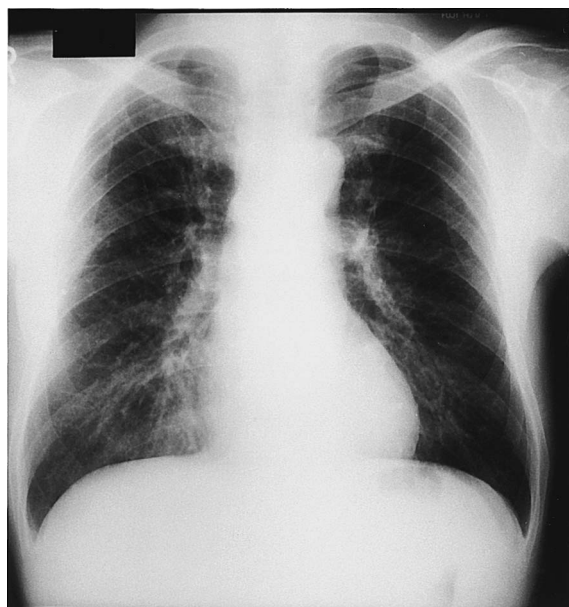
Chest radiography showing almost normal status after 3 courses of chemotherapy.
